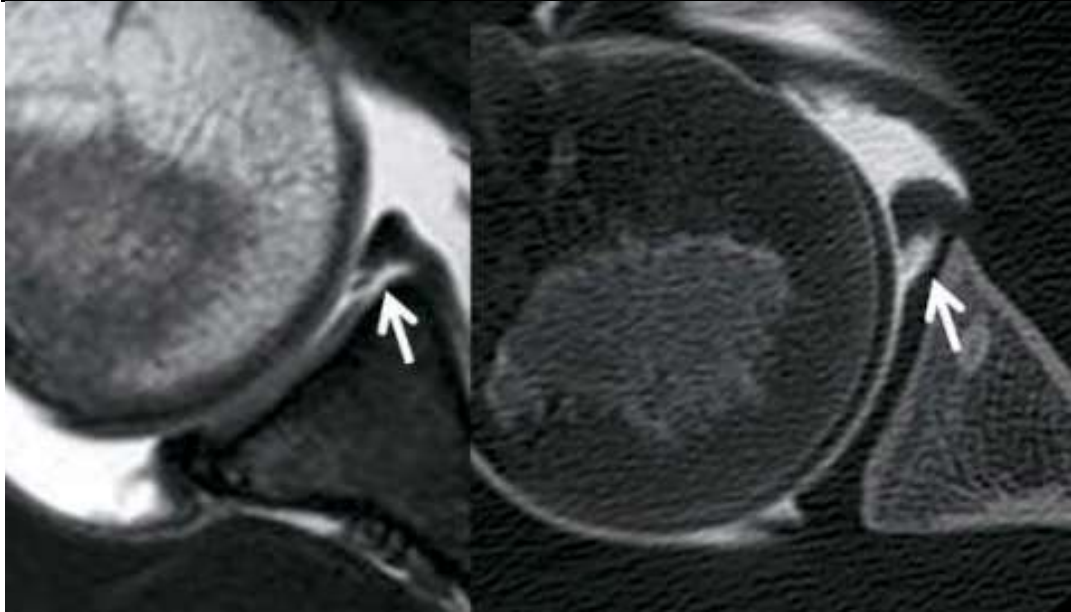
Image d'une IRM montrant une lésion du labrum, lésion de type GLAD (Service de Traumatologie-orthopédie A CHU Hassan II Fès).
